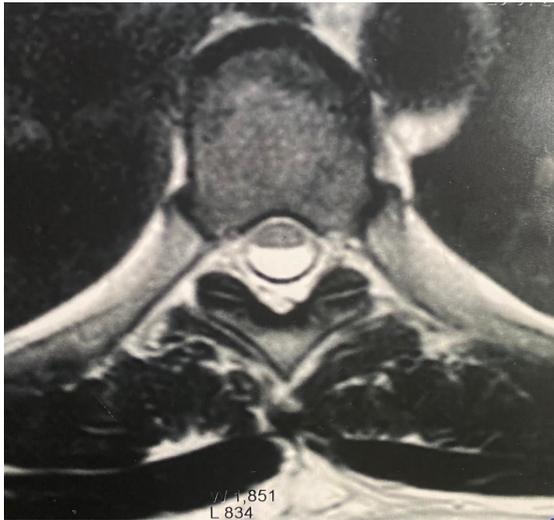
Ressonância Magnética de pré-operatório: Observa-se uma área de alargamento do espaço subaracnóide dorsal do canal vertebral na altura da porção distal do corpo vertebral de T7, comprimindo a face posterior da medula, medindo cerca de 2 cm em seu diâmetro crânio caudal. Observa-se ainda alteração de sinal na medula por provável efeito compressivo.
